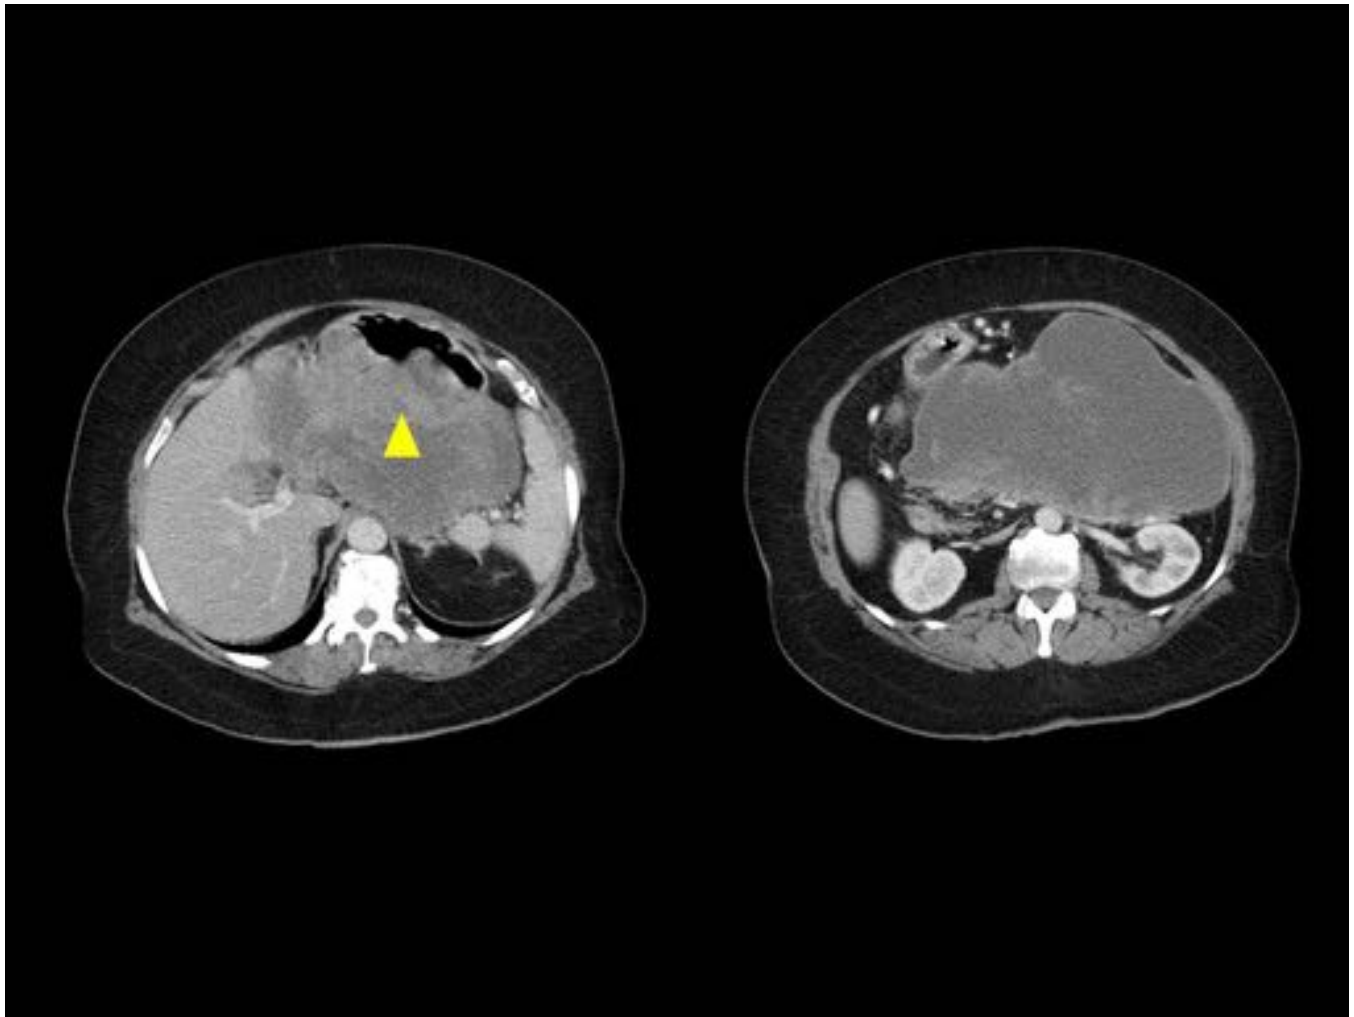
Mismo paciente de la Fig.11. TC abdominal en fase arterial tardía. Se confirma la presencia de una gran masa abdominal de bordes bien delimitados que depende de la curvatura menor gástrica (punta de flecha). Presenta realce periférico y amplia necrosis central. Tras la cirugía se confirma GIST gástrico.
